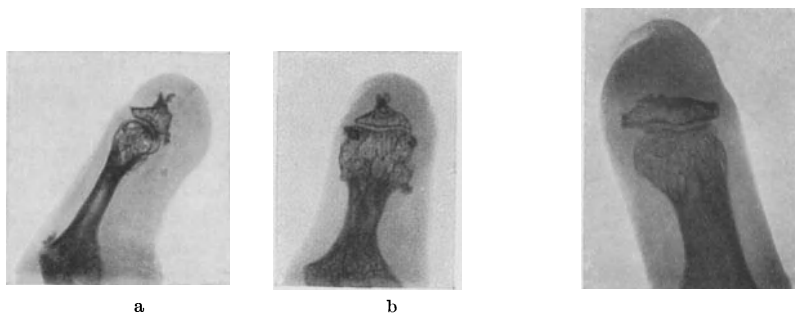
a und b. Röntgenbild des rechten Zeigefingers (seitlich und von vorn nach hinten aufgenommen) einer Kranken mit hochgradiger Sklerodermie der Hände und des Gesichtes (s. Abb. 506 — 508). Der Knochen der Endphalange ist fast völlig geschwunden. Das Endköpfchen der Mittelphalange ist stark aufgehellt.
